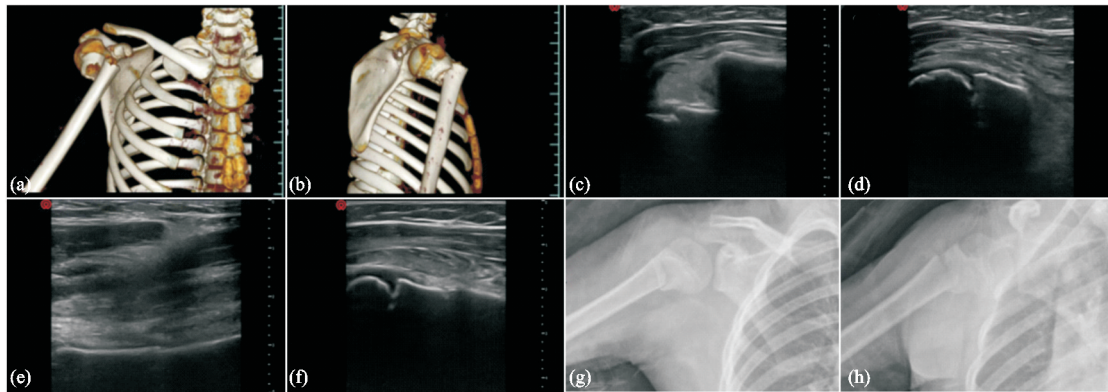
11 岁患儿肱骨近端骨折手法复位前后超声、CT 及 X 线片对比
